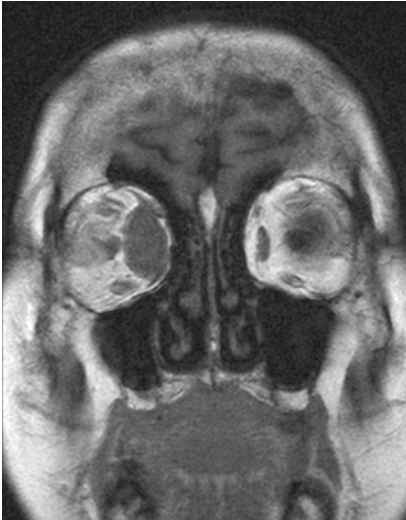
▲ Kernspintomographie der Orbita: koronare Schnittführung (T1-Wichtung). Es zeigt sich eine spindelförmige Auftreibung des M. rectus medialis rechts, welcher sich konvex nach konal und extrakonal vorwölbt
